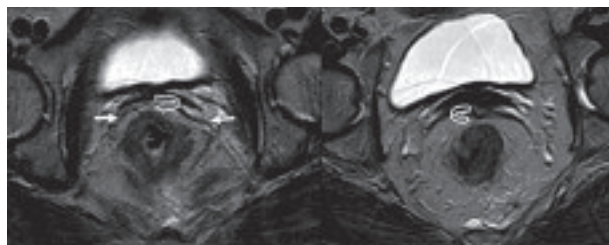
RM 1,5 T, secuencia TSE wT2 (TR 6039, TE 150). Antena *sense body*. Se visualiza un engrosamiento de la pared del recto sin transgresión aparente de la fascia mesorrectal (flechas), con un margen circunferencial inferior a 2 mm (flecha curva)
